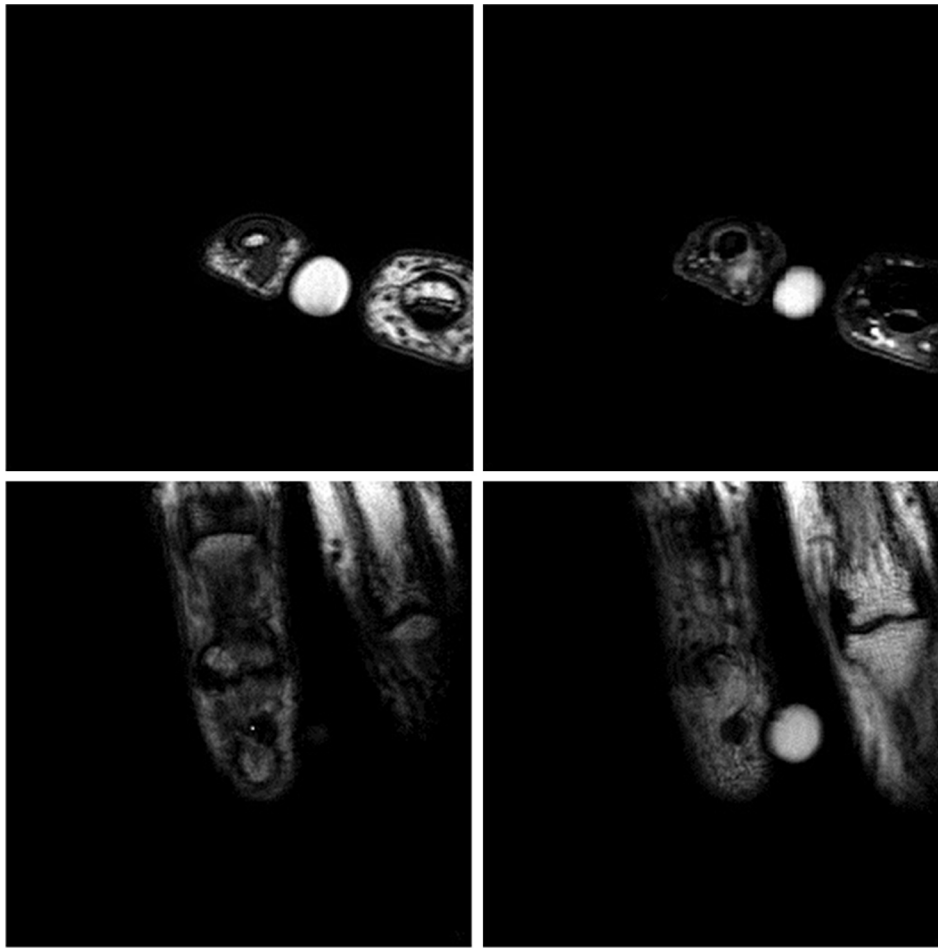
Estudio RM de la lesión. Arriba: cortes axiales, secuencias T1 TSE y T2 SPAIR, respectivamente. Abajo: cortes coronales, secuencias T1 TSE. Se observa un nódulo situado en el pulpejo del dedo, a la altura de la porción central de la falange distal y sin aparente relación con la articulación interfalángica. Este nódulo está bien delimitado y mide 3 mm de diámetro.
